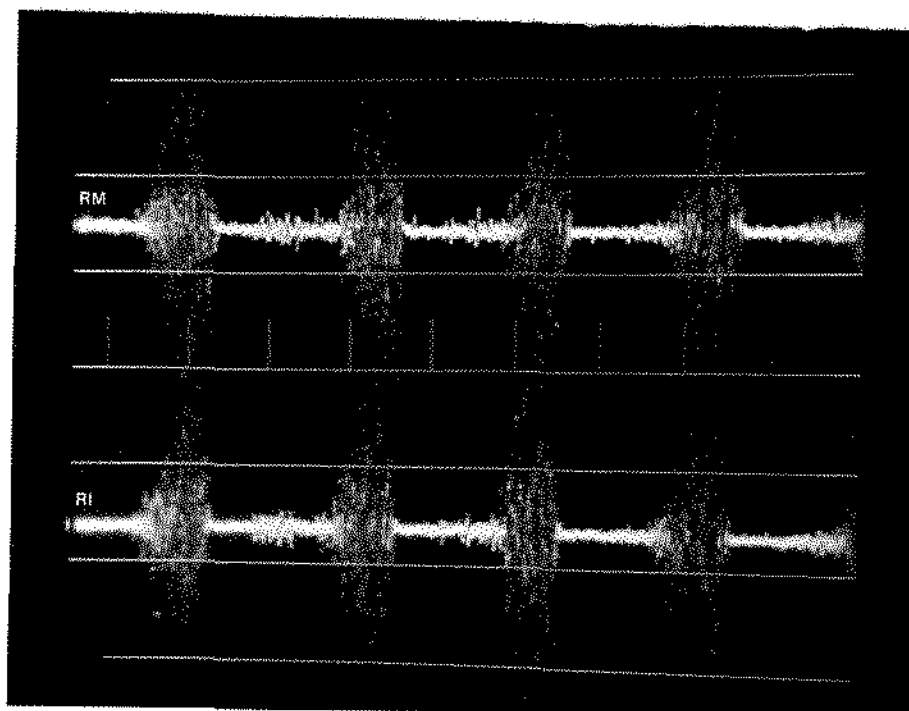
E.M.G. do m. masseter esquerdo de indivíduo portador de maloclusão Classe I de ANGLE, mostrando atividade muito forte na região média (RM) e atividade forte na região inferior (RI), durante a mastigação molar esquerda. Calibração $200\mu\text{V}$ e velocidade do feixe 370ms/div .
